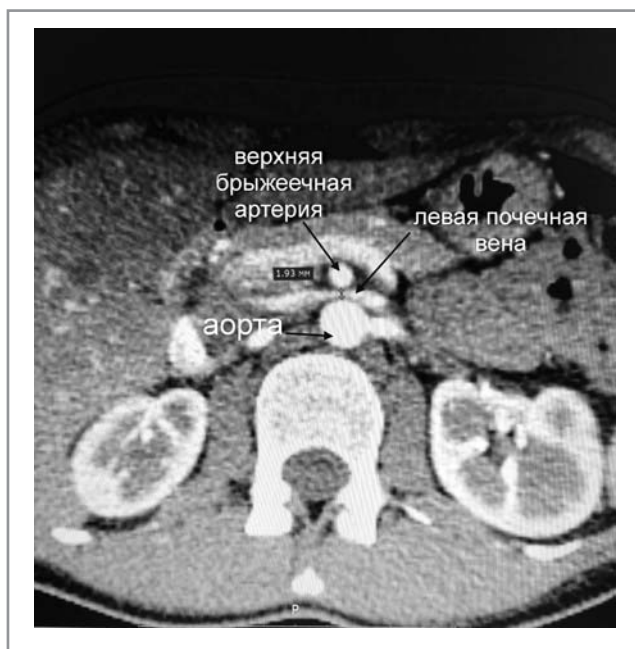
КТ в режиме ангиографии брюшного отдела аорты и ее ветвей. Горизонтальный срез. Сужение левой почечной вены между верхней брыжеечной артерией и аортой.
